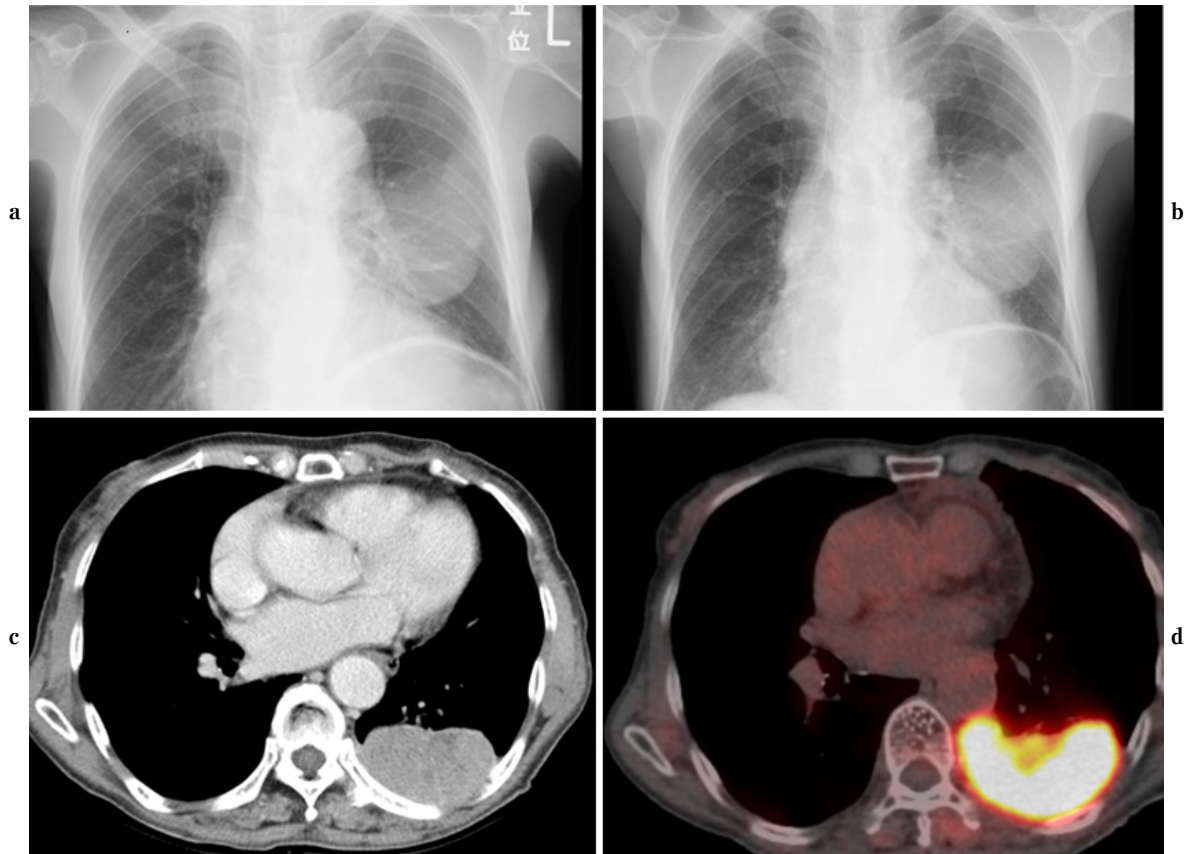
Radiographic findings of the recurrent tumor. a) Chest XP performed four months after the primary operation showing a mass measuring 60 mm in diameter in the left middle lung field. b) Chest XP performed six months after the primary operation showing the tumor without any changes in size. c) Chest CT performed six months after the primary operation showing a well-defined tumor measuring 63 mm in diameter localized in the left thoracic cavity bordering the dorsal chest wall. d) FDG positron emission tomography performed eight months after the primary operation showing abnormal accumulation in the tumor.
